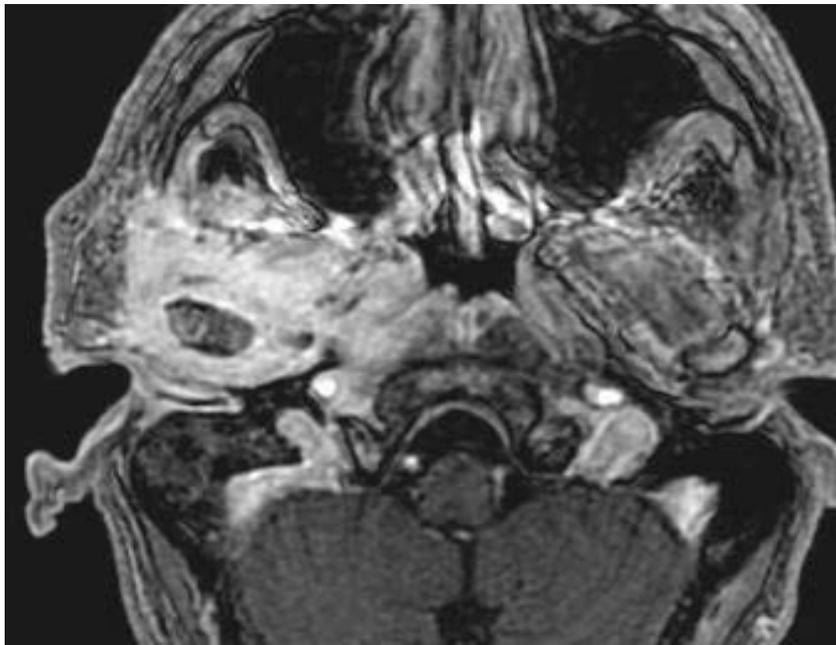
IRM séquences T1 Fat Sat après injection de gadolinium en coupes axiale montrant une otite externe nécrosante droite avec arthrite de l'articulation temporo-mandibulaire et atteinte de l'espace masticateur à droite [62]
